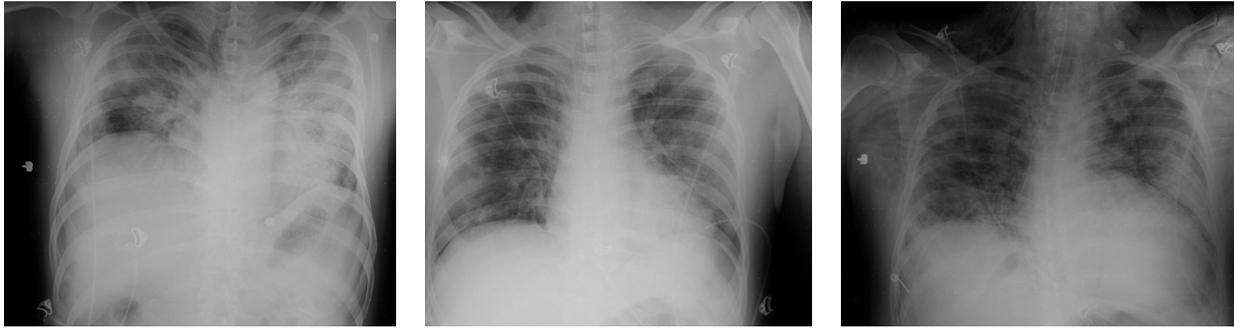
Evolution x-ray mechanical ventilation from 28/11/2020 to extubation on 10/12/2020.
